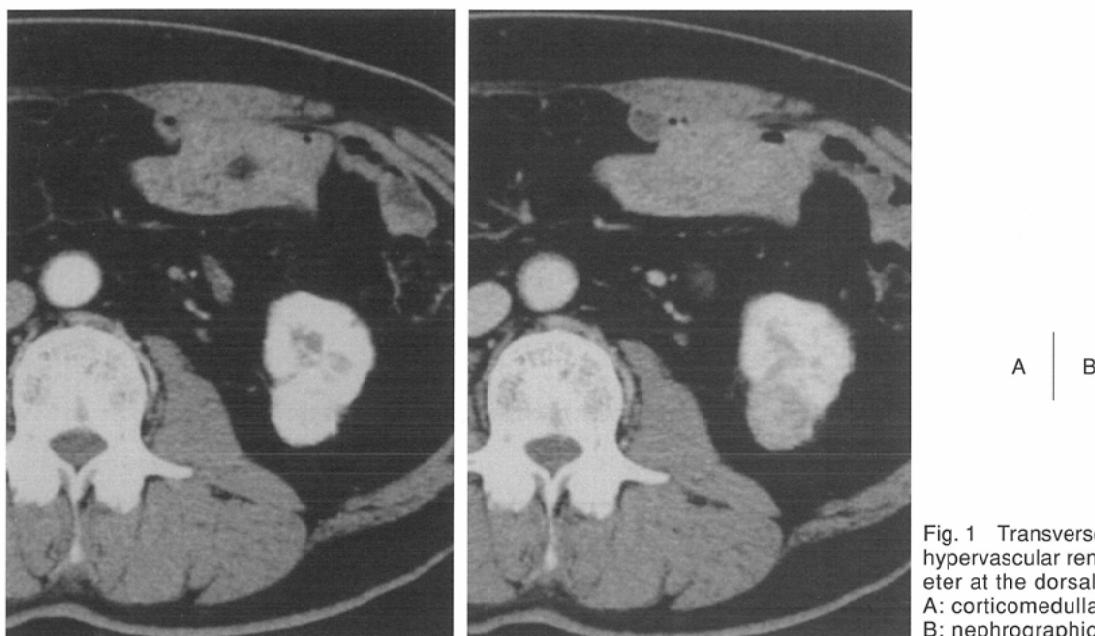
Transverse CT scan shows exophytic hypervascular renal tumor with 2cm in diameter at the dorsal aspect of the left kidney.
